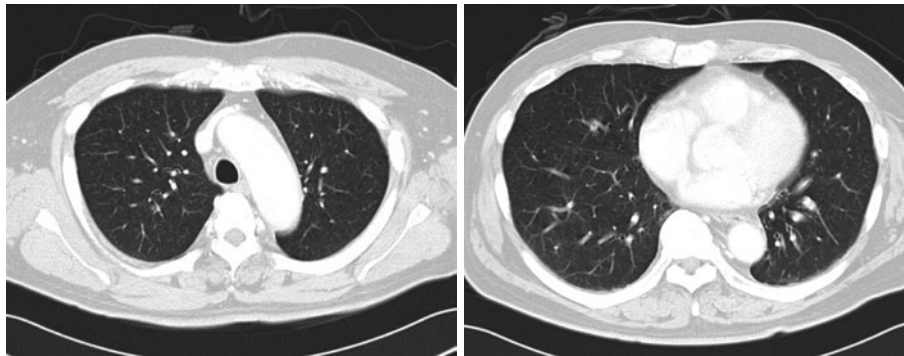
2010年1月、細葉性肺結核症治療後の胸部CT. 両側の粒状影の改善を認める.
